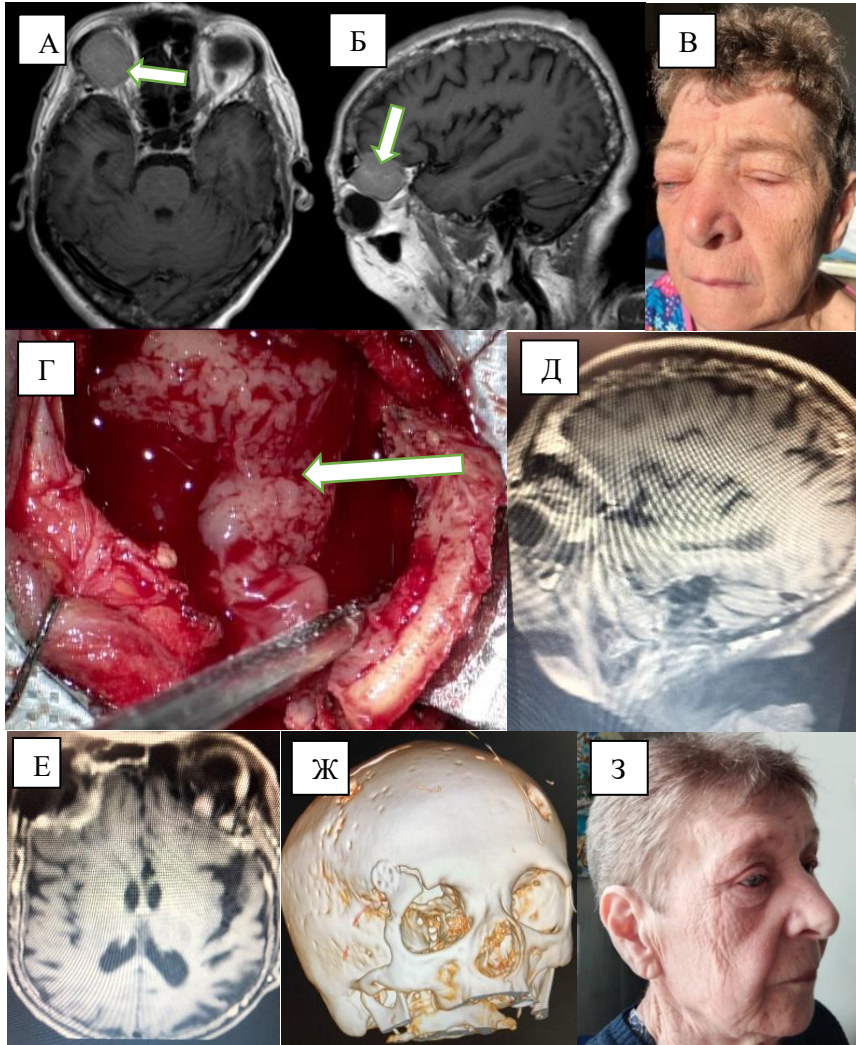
Клинический пример применения ТПД для удаления миеломы орбиты (И/б №39940-с). А – МРТ головного мозга, аксиальная проекция. Визуализирована опухоль правой орбиты. Б – МРТ головного мозга, сагиттальная проекция. В — фото пациентки перед операцией – экзофтальм справа. Г – интраоперационное фото, этап удаления костного лоскута и визуализации опухоли (стрелка). Опухоль была удалена при помощи аспиратора и биполярной коагуляции. Д – МРТ головного мозга с контрастированием через 7 дней после операции, сагиттальная проекция. Е – МРТ головного мозга с контрастированием через 7 дней после операции, аксиальная проекция. Ж – послеоперационная КТ с 3D-реконструкцией. З – фото пациентки через 2 месяца после операции. Пациентка дала письменное согласие на публикацию фотографии в материалах исследования.
